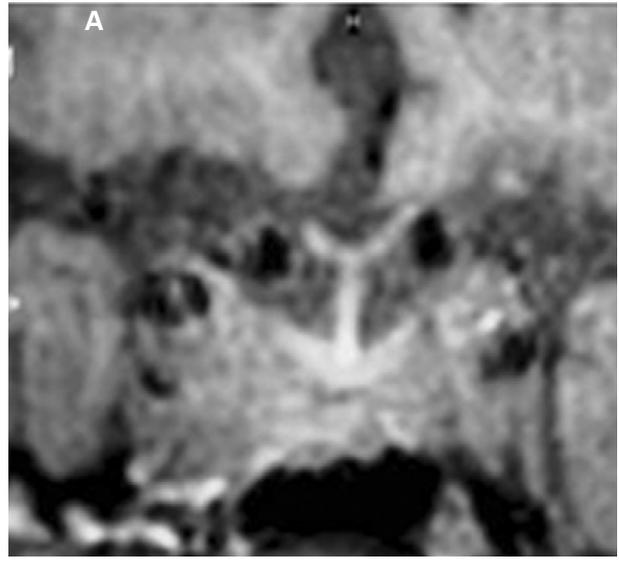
Resonancia magnética cerebral tras 3 años de tratamiento. Podemos observar una importante disminución del tamaño tumoral. 2A: corte coronal y 2B: corte sagital.
